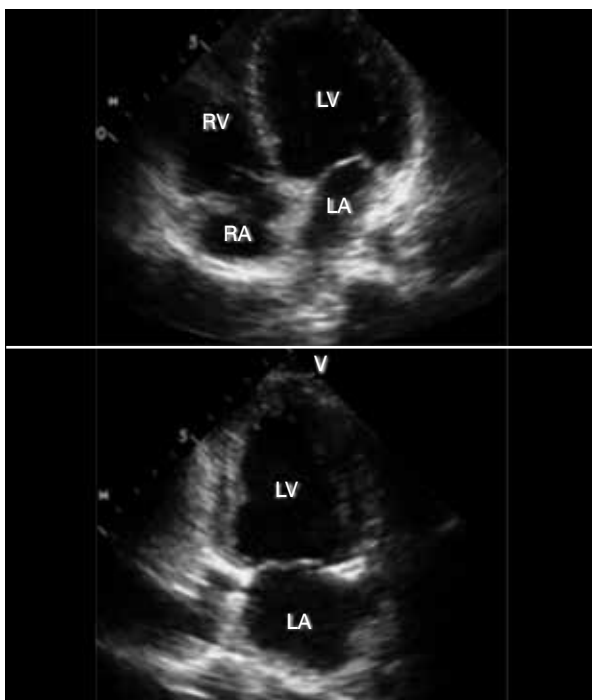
Ecocardiogramas 2D após quatro semanas de ACO evidenciando resolução total do trombo intracavitário presente na Figura 1.
